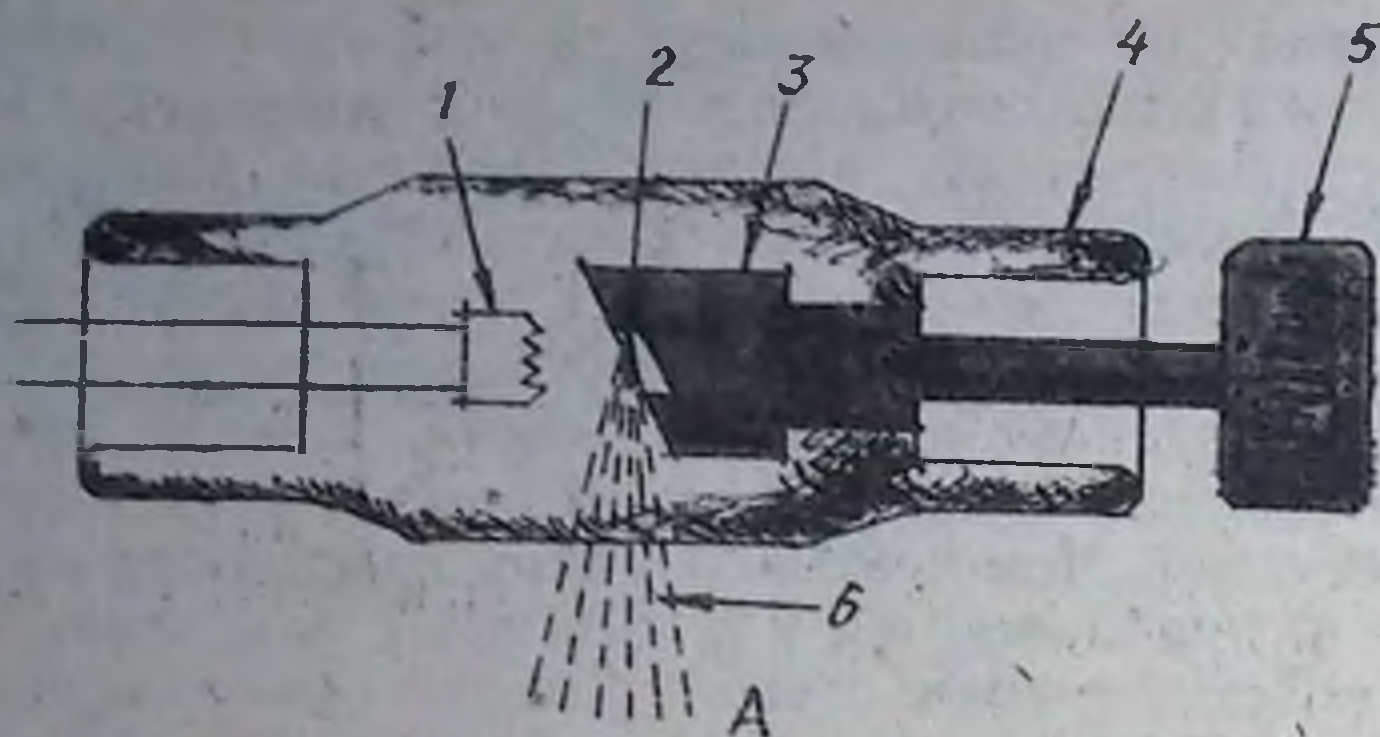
Схемы рентгеновских трубок. А — обычная трубка:
